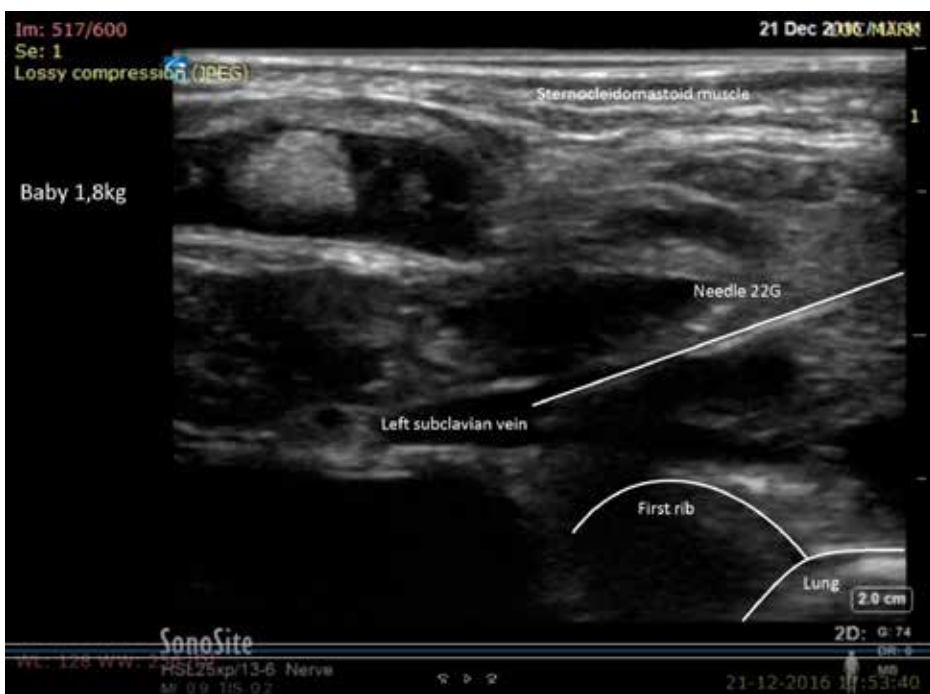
Ultrasonographic in plane view of puncture of the left subclavian vein in a 1,8kg neonate. Notice that the needle and pleura can simultaneously be visualized to avoid pleural puncture. With courtesy of Drs. M Hendriks (pediatric anesthesiologist).
